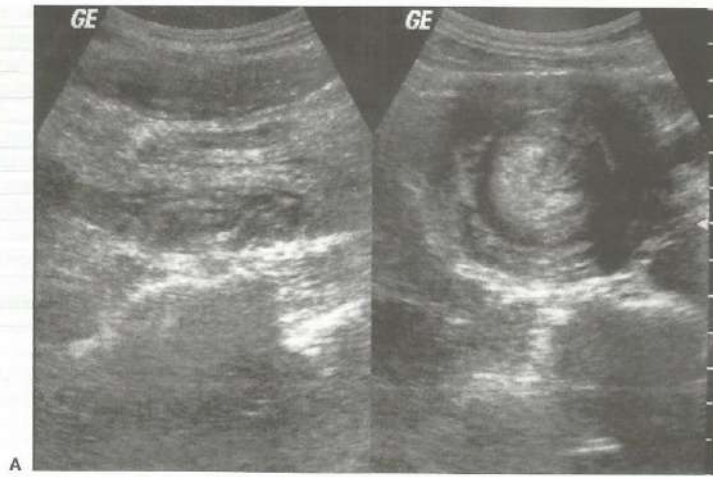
Invaginação intestinal à ultra-sonografia. A, Corte longitudinal apresentando alça com parede espessada, centro ecogênico e periferia hipocóica configurando o "sinal do pseudo-rim"; B, corte transversal no qual se identifica imagem configurando massa com anéis concêntricos de diferentes ecogenicidades ("sinal do alvo").
